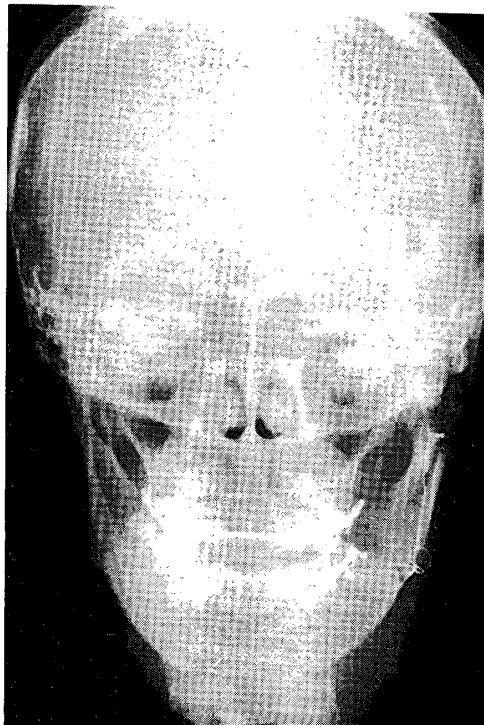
Case 1 : Postoperative P→A radiograph
